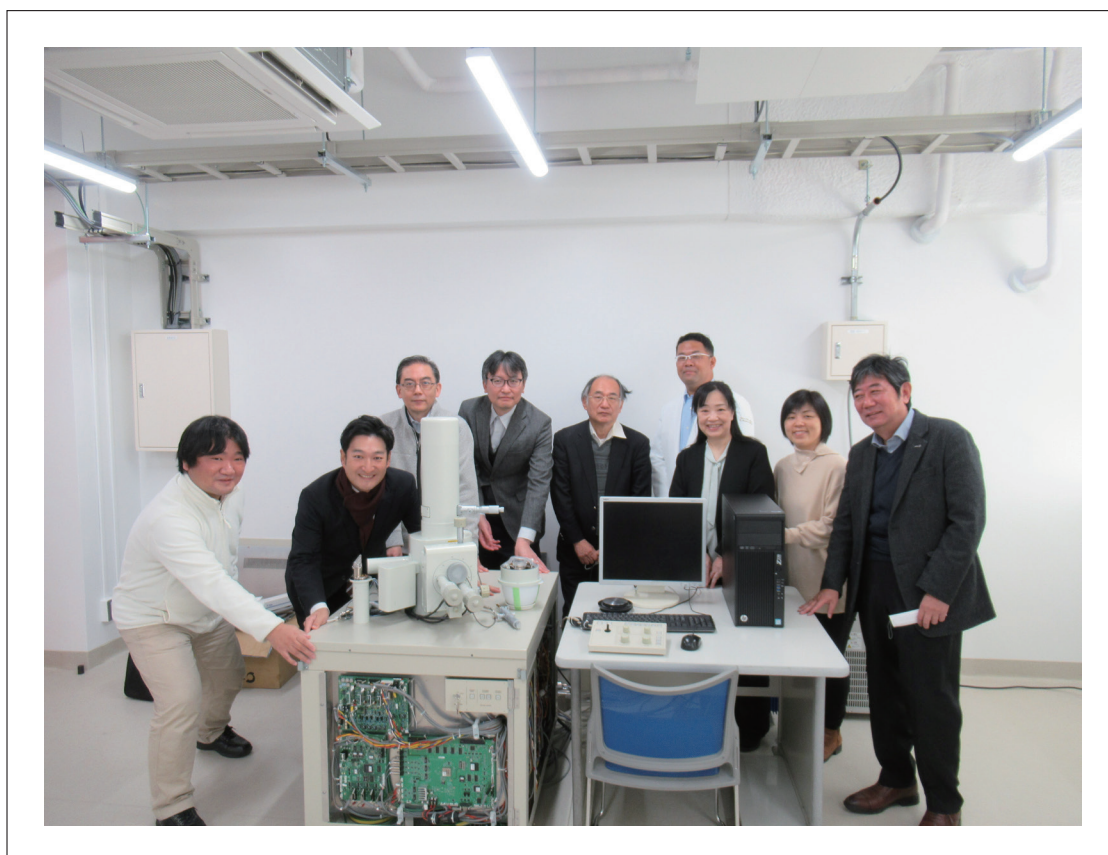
中古機器バラシキャラバン実施後の集合写真(東工大すずかけ台キャンパスTCカレッジバラシPLAZAにて。2021年撮影)
